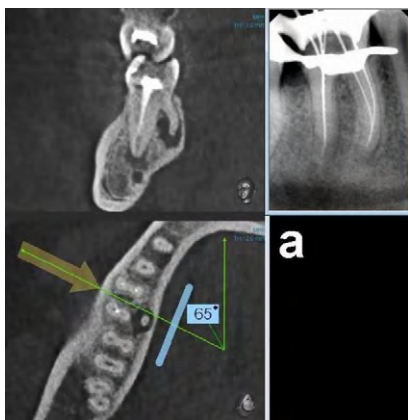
Мультипланарная реформация КЛКТ и внутриротовая рентгенограмма зуба 4.6. Дополнительный язычный корень дистального комплекса, хронический периодонтит; пример позиционирования и результат внутриротовой рентгенографии зуба в прямой проекции — дополнительный язычный корень находится в прямой интерпозиции к основному корню, наблюдается суммация теней верификационных эндодонтических инструментов
